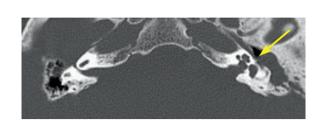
(A). КТ левой височной кости в аксиальной проекции Канал ЛН не прослеживается в тимпанальном сегменте (указано стрелкой).
